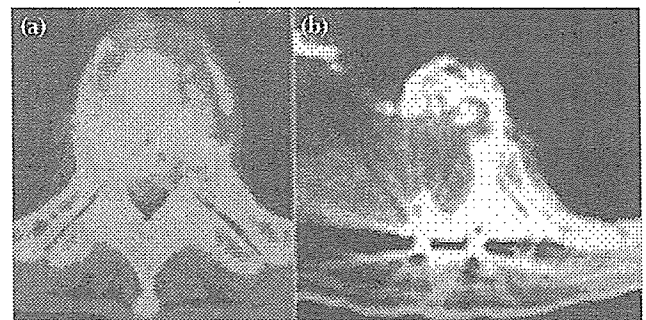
Computed tomographic scans showing tuberculosis at T6-7: (a) destruction of the vertebral body and spinal cord compression before surgery; (b) complete decompression of the spinal cord, and bone grafts in the curretted vertebral body after lateral rhachotomy on the right side.
